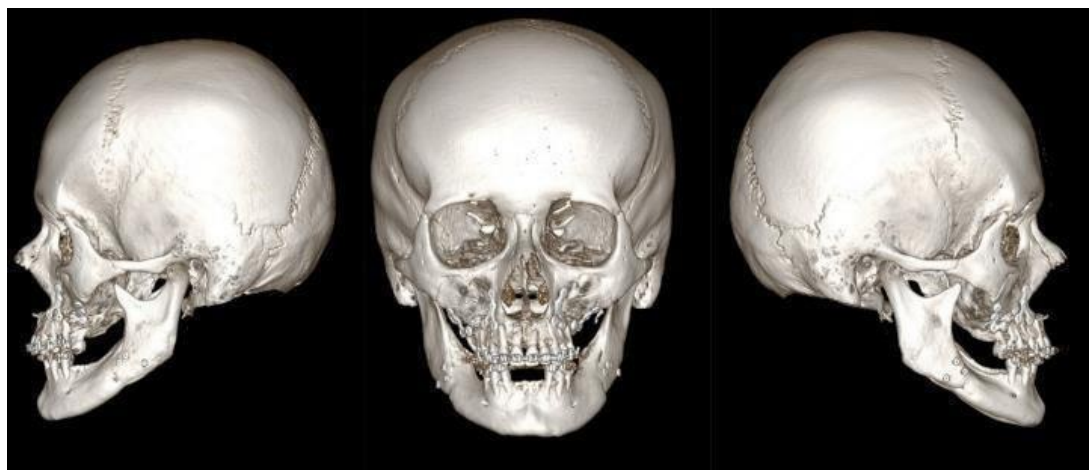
МСКТ через 4,5 месяца после ортогнатической операции.
